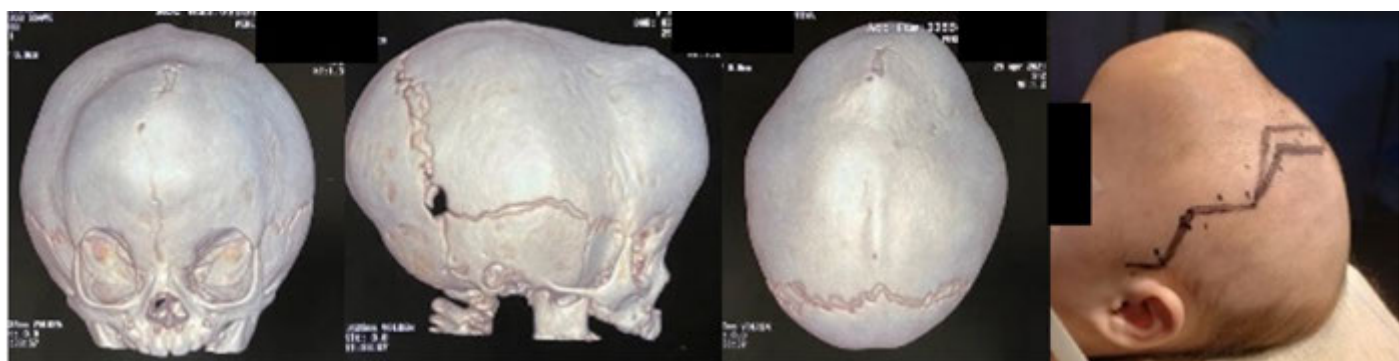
TC e imagem de escafocefalia e trigonocefalia, paciente 1.
